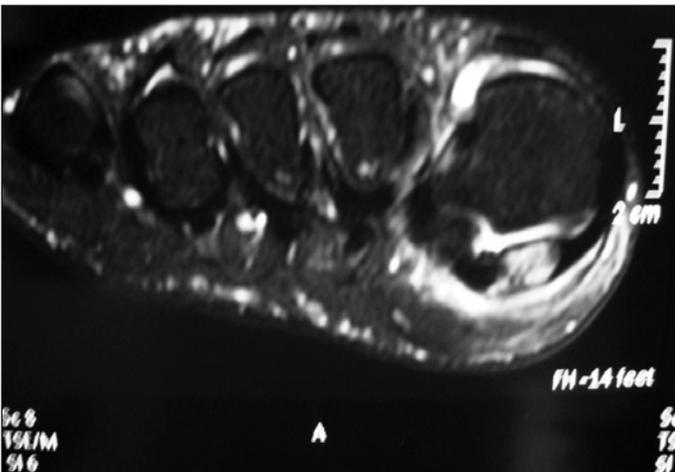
Ressonância magnética evidenciando acometimento de sesamoide tibial.
